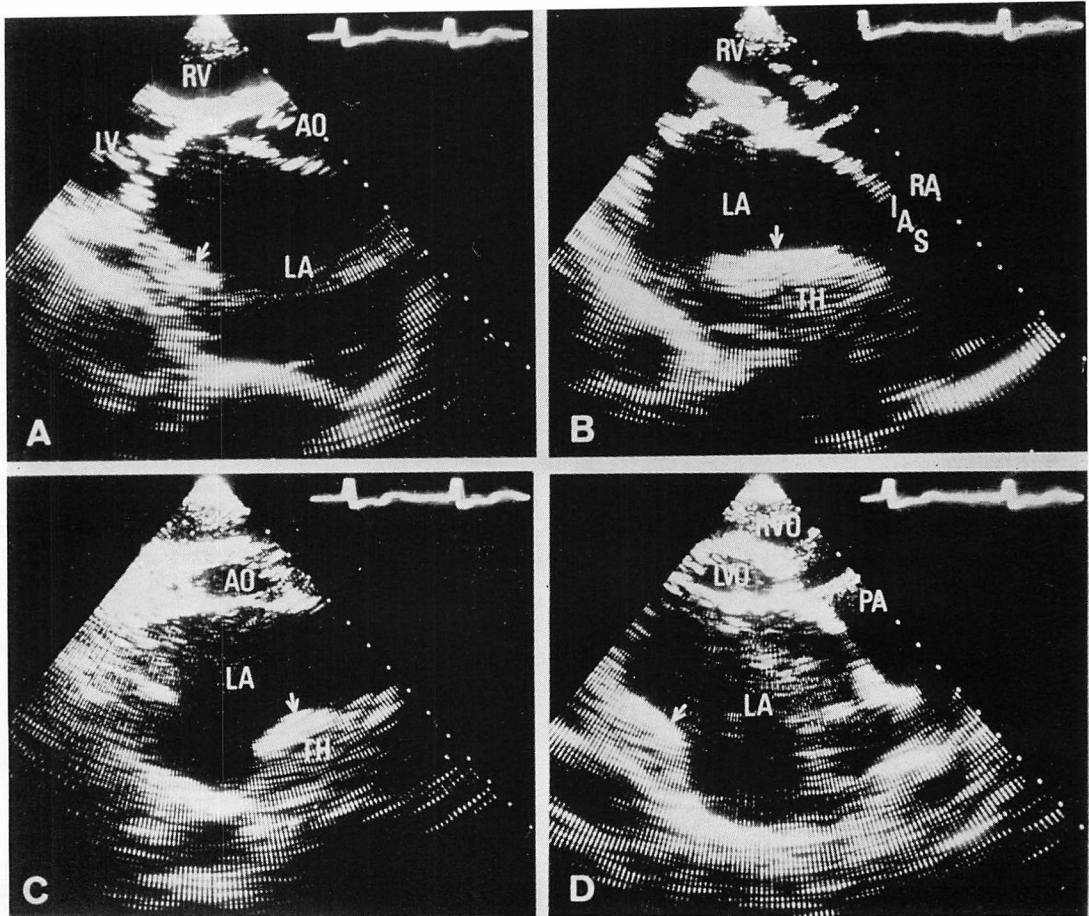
Cross-sectional echocardiograms in a 59-year-old female with mitral stenosis.
